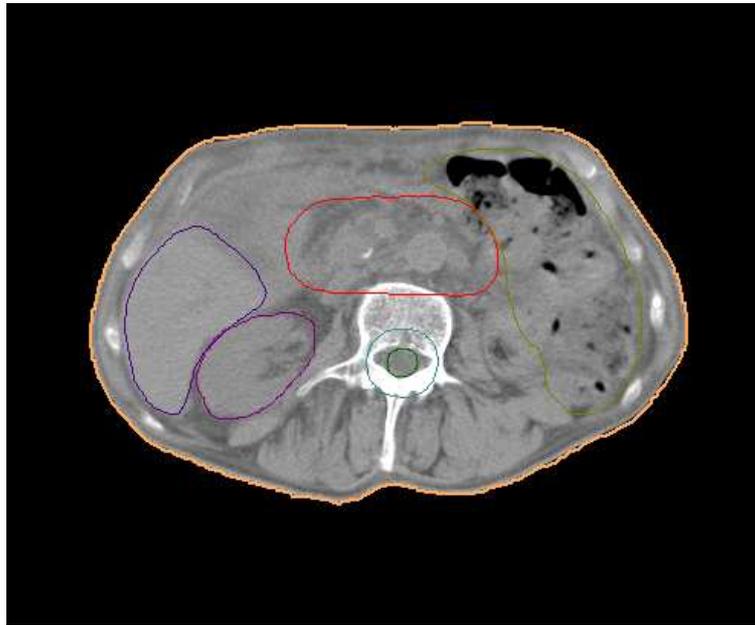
Scansione assiale TC con contornamento del volume bersaglio (rosso) e di alcuni organi a rischio: intestino (marrone chiaro), fegato (viola scuro), rene destro (viola chiaro), midollo spinale (verde chiaro), midollo espanso (verde scuro) ovvero midollo spinale con margine di sicurezza per ovviare ad eventuali errori di posizionamento.
